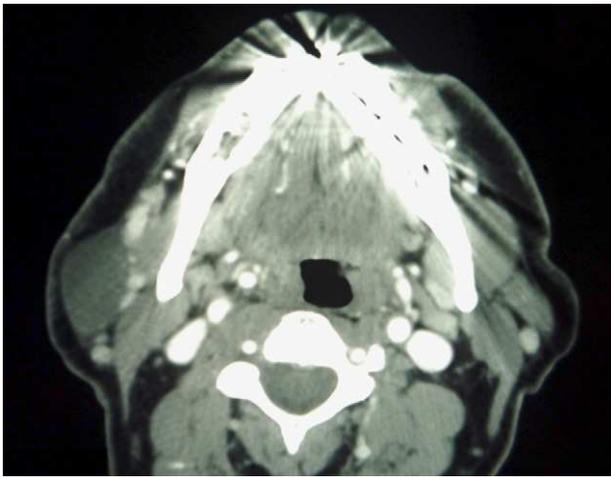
La TC con contraste mostró una lesión hipodensa de 27 x 16 mm, ovalada, de márgenes bien definidos, situado inmediatamente por delante y por debajo del lóbulo superficial de la parótida derecha y lateral al músculo masetero.
